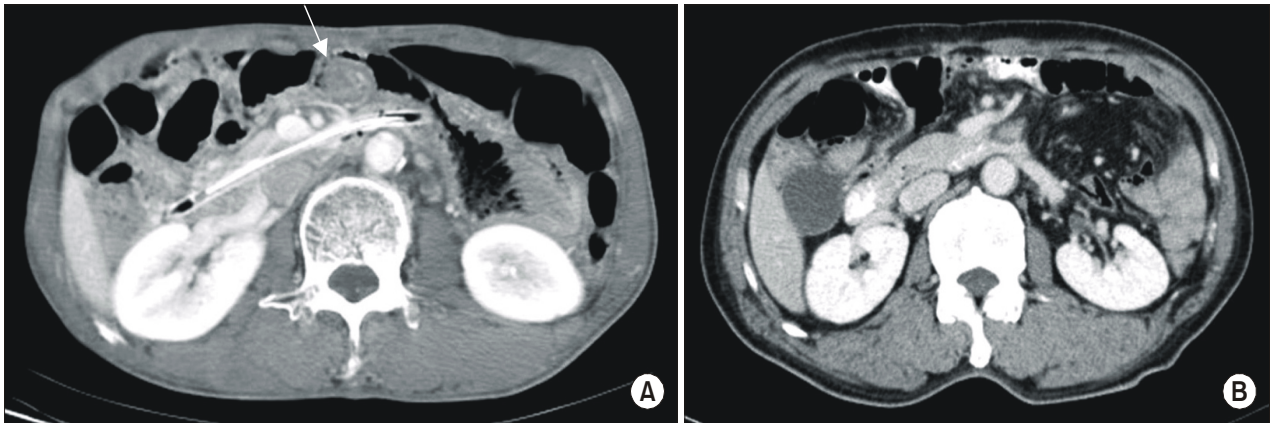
Abdominopelvic computed tomogram scan. (A) Preoperative CT: Acute angulation of the 1st jejunal vein and whirling appearance of mesenteric vessels, mesenteric adhesion and partial rotation (arrow). Levin tube was shown in jejunum through gastrojejunostomy. (B) Postoperative CT: Resolving state of mesenteric rotation.
